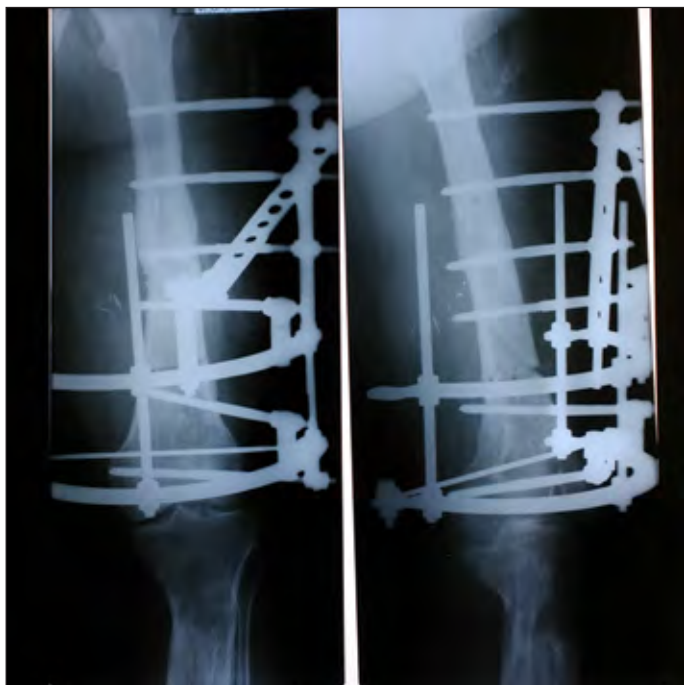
Рентгенограммы пациентки
